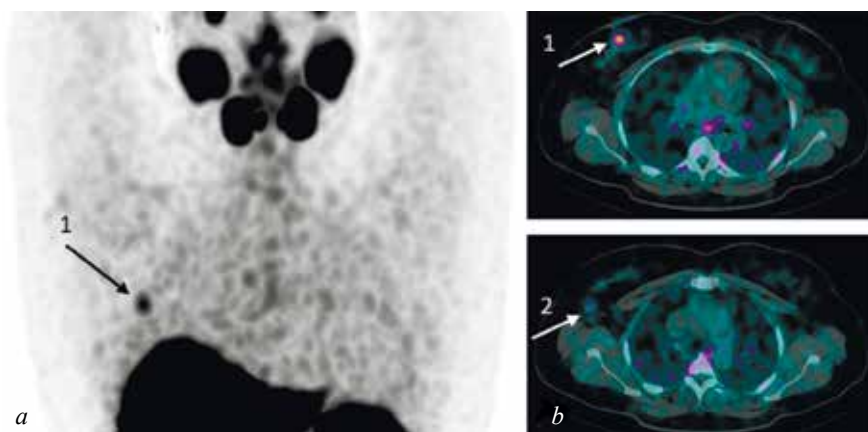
MIP-реконструкция (a) и совмещенное ОФЭКТ/КТ изображение (b) через 2 ч после инъекции $[^{99m}\text{Tc}]$ Tc-HYNIC-ПСМА. Ds.: рак правой молочной железы, метастаз в аксиллярный лимфатический узел: 1 – опухоль молочной железы, SUVmax 5,1; 2 – увеличенный лимфатический узел, SUVmax 1,93 (собственные наблюдения)
